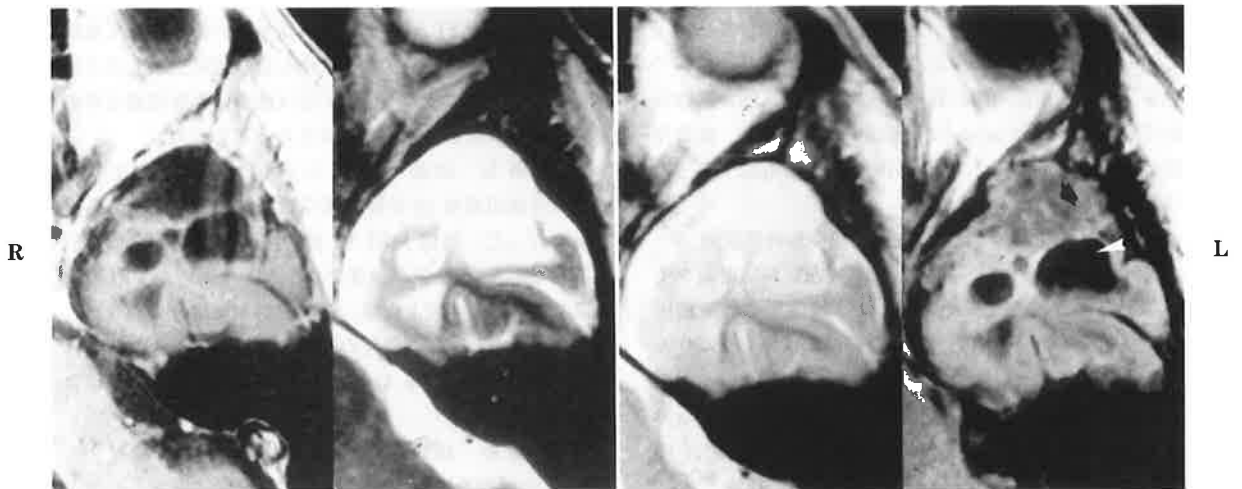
Case 5. T1 weighted image with Gd, T2 weighted image, Proton weighted image and FLAIR image in sequence. FLAIR image demonstrates an epidermoid as an iso intensity lesion (arrow), arachnoid cysts due to adhesion after the first operation as a no-signal intensity lesion (arrowhead) and perifocal edema as a high intensity lesion.
